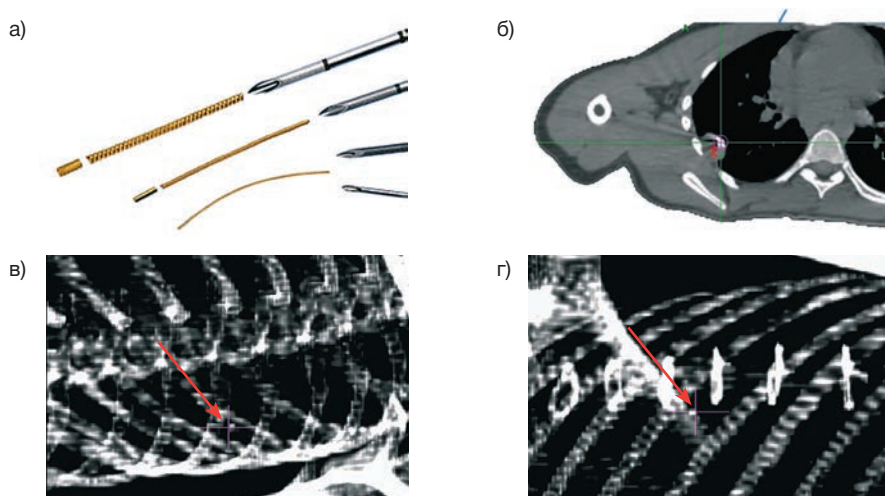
а) примеры рентгеноконтрастных маркеров Visicoil; б) рентгеноконтрастный маркер в опухоли легкого; в), г) примеры визуализации рентгеноконтрастного маркера (обозначены перекрестьем) на DRР под углами 45 и 315 градусов для отслеживания мишени
